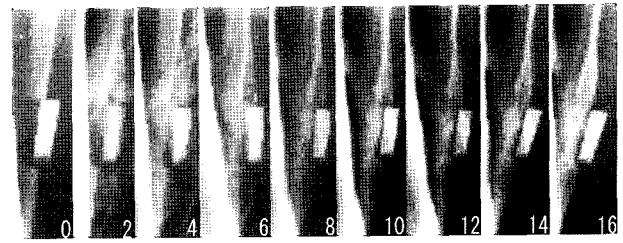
Serial radiograph of union case in freeze-drying group (0~16 weeks after graft).
